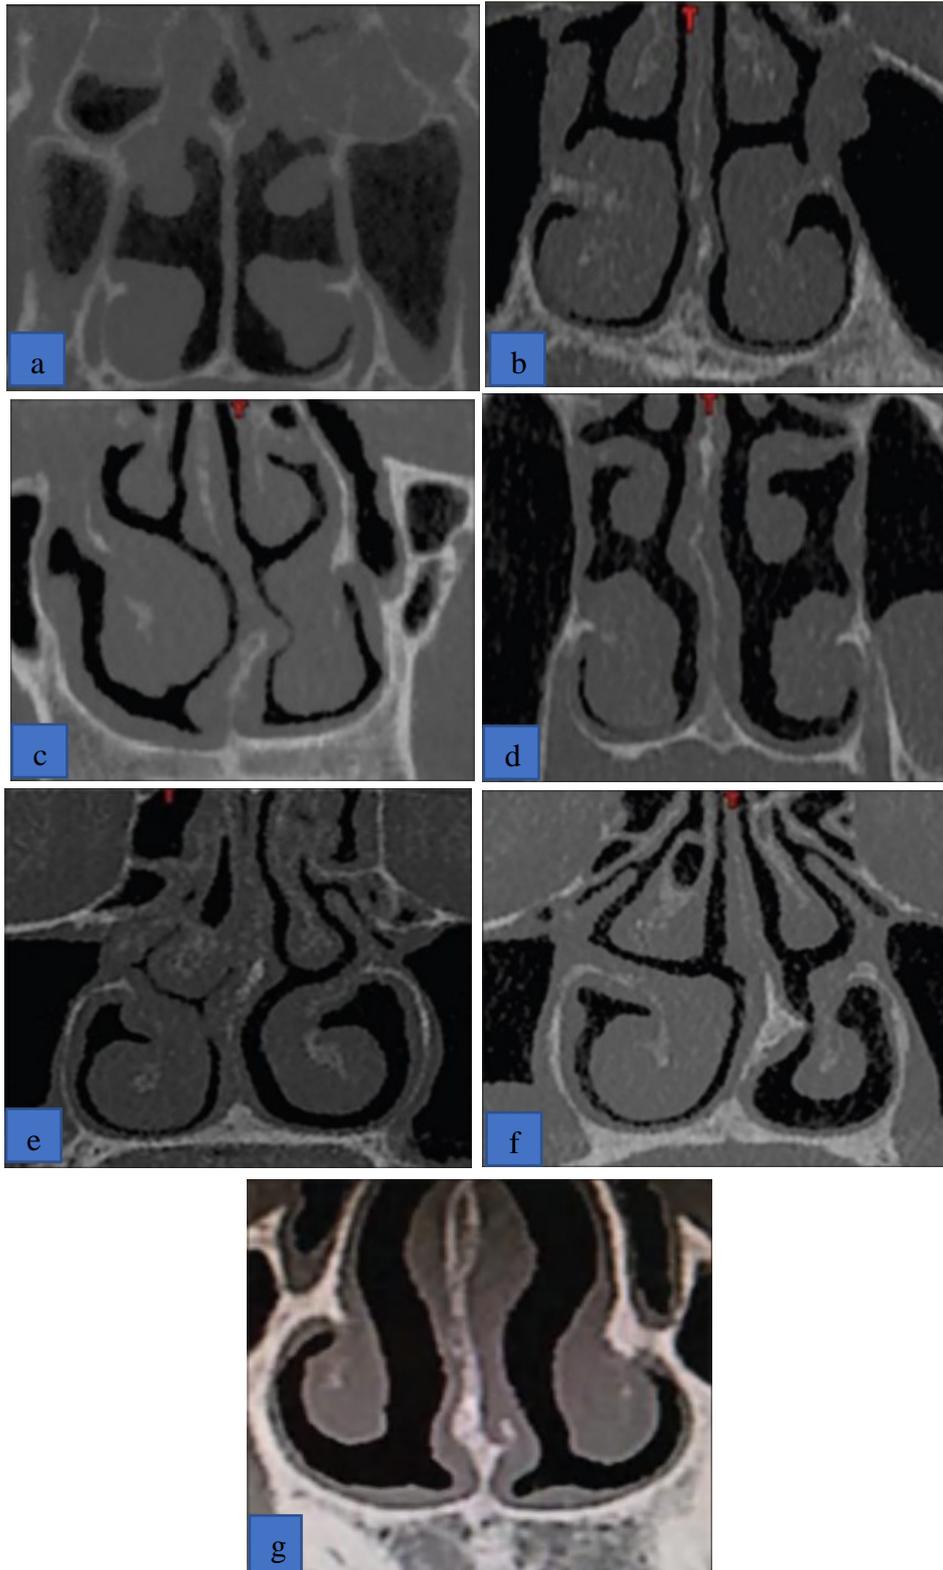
Gambar CT Scan coronal menunjukkan kompleks osteomeatal digunakan untuk perhitungan arah dan derajat deviasi septum. Inseri superior septum nasi pada crista galli dan inseri inferior pada level anterior nasal spine. Arah deviasi disebut dengan convex dari curvature nasal septal. (Periyasamy V *et al*, 2019)
